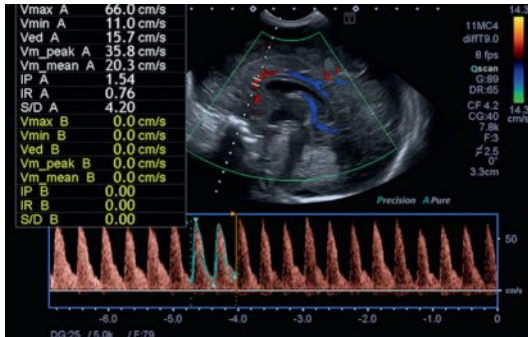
ETF normale avec Doppler pulsé.
